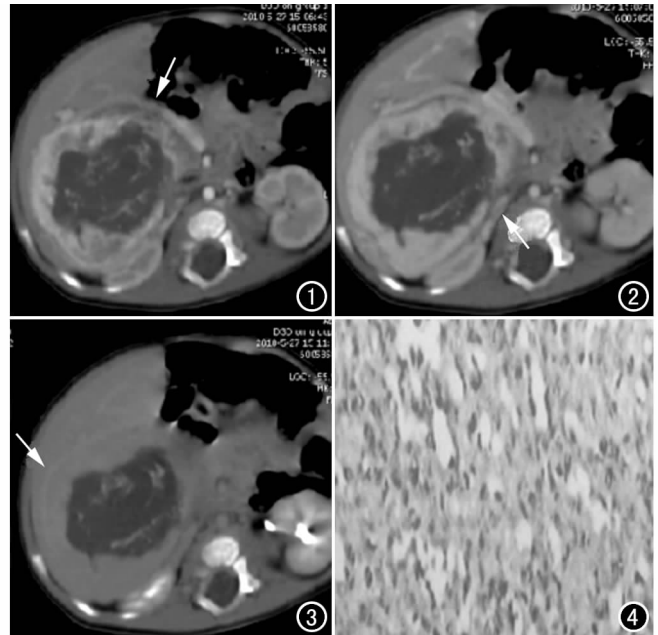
CT 增强动脉期示肿块周围呈不规则环形强化,门静脉明显受压推移(箭)。图 2 静脉期示肿块周围强化较动脉期更均匀,下腔静脉明显受压变扁(箭),右肾向后下方移位。
